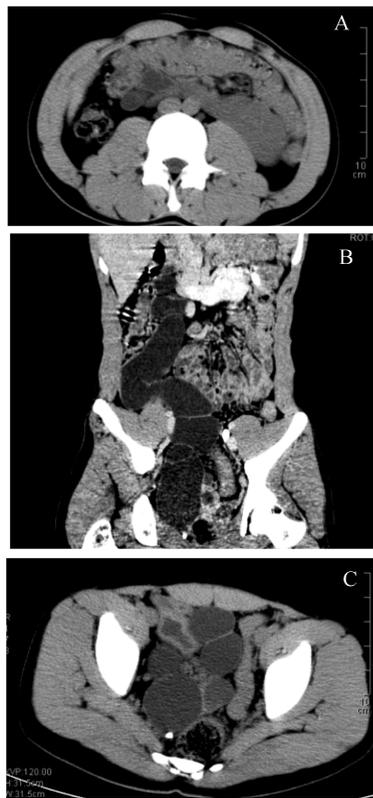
泌尿生殖多发畸形术前腹部及盆腔 CT 图像 A: 马蹄肾; B: 巨输尿管; C: 前列腺囊肿
